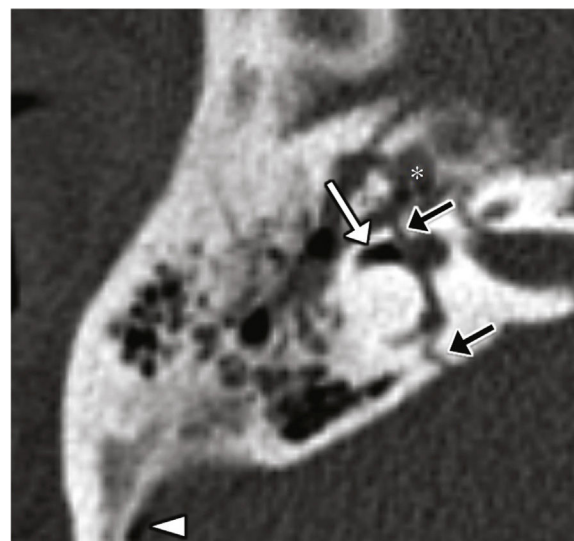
Fístula perilinfática, neumolabirinto y fractura transversal. Imagen transversal de TC en la que se observa una fractura transversal que compromete la cápsula ótica (flecha negra) y neumolabirinto en la porción anterior del canal semicircular lateral (flecha blanca), hallazgo altamente específico de fístula perilinfática. También se identifica ocupación del oído medio por sangre o perilinfa (asterisco) y una burbuja aislada de pneumoencéfalo (punta de flecha).
